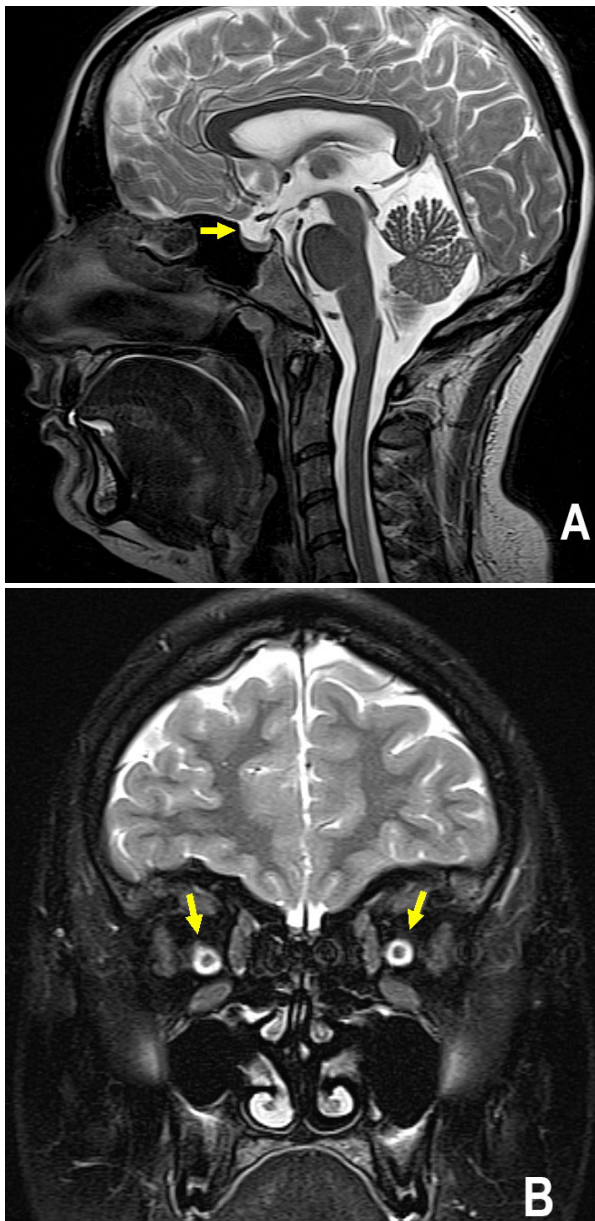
Aspects IRM de l'hypertension intracrânienne idiopathique.
